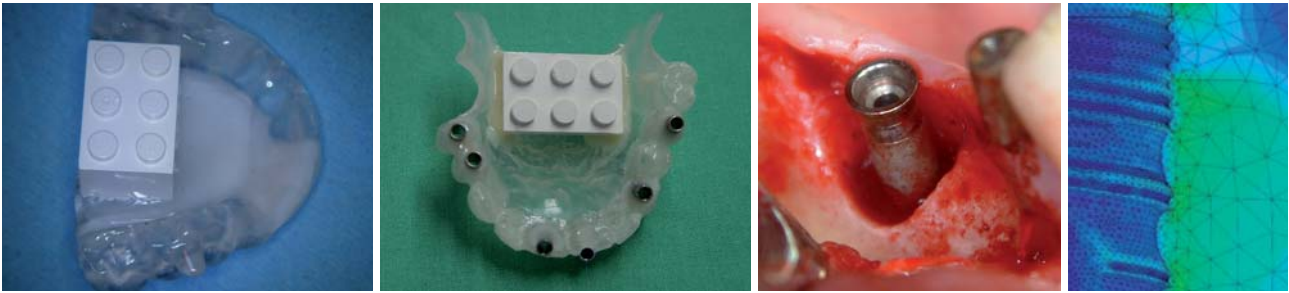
Beispiele für CT-Schiene und Bohrschablone. – Abb. 5: Knocheneinbruch durch Periimplantitis. – Abb. 6: Optimierung des Implantat-halses nach FEM (Prof. Bourauel, Bonn).
